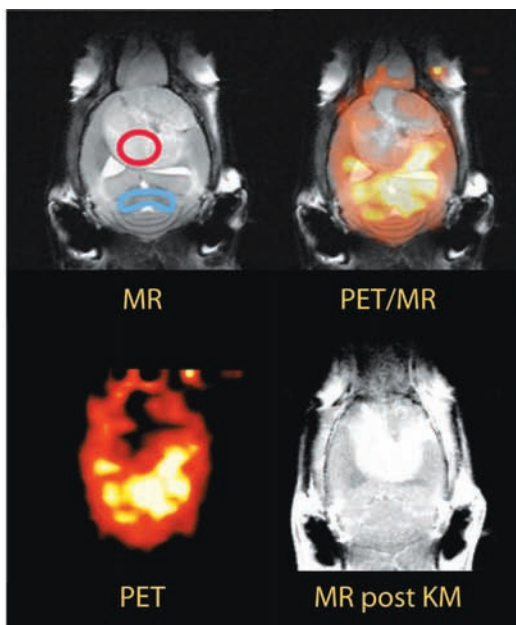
Simultane PET/MR Messung an einer Maus mit Gehirntumor (Gliom). MR Kontrastmittel und ^{15}O -Wasser wurden gleichzeitig als Perfusionsmarker injiziert. Links ist deutlich eine geringere PET-Perfusion im Bereich des Glioms erkennbar, diese deckt sich nur bedingt mit der Kontrastmittelaufnahme (Blut-Hirnschranken-Permeabilität). Die Signal-Zeitverläufe zeigen, dass eine hohe MR-Signalauslöschung ebenfalls mit einer hohen PET-Traceraufnahme korreliert. Solche Messungen können als erste Ansätze für eine Kalibrierung von Perfusionsmessungen dienen.
